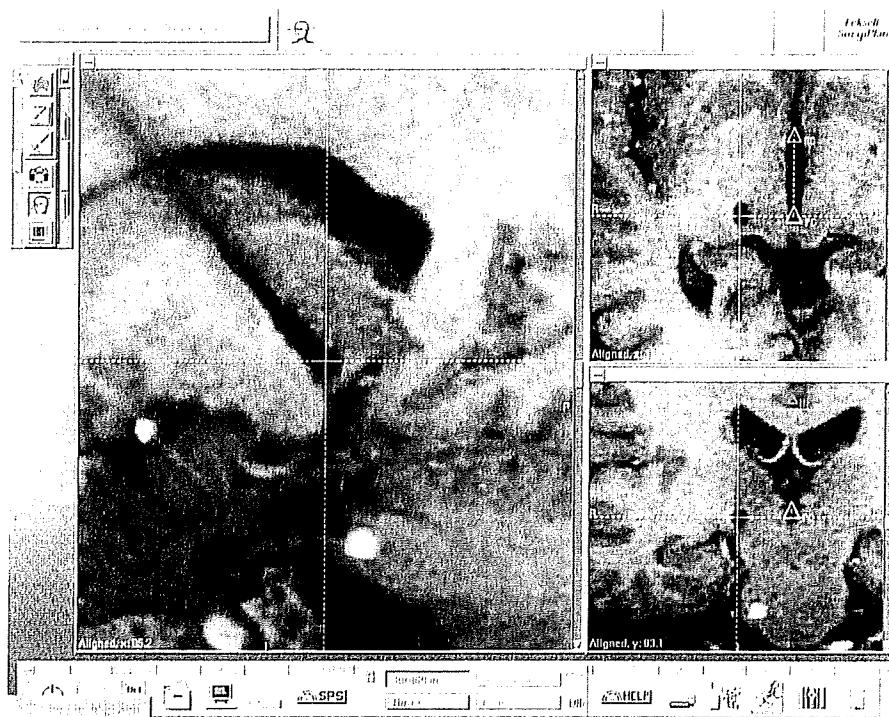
定位脳手術のフレームを装着した状態で、術直後に撮影したMRI
